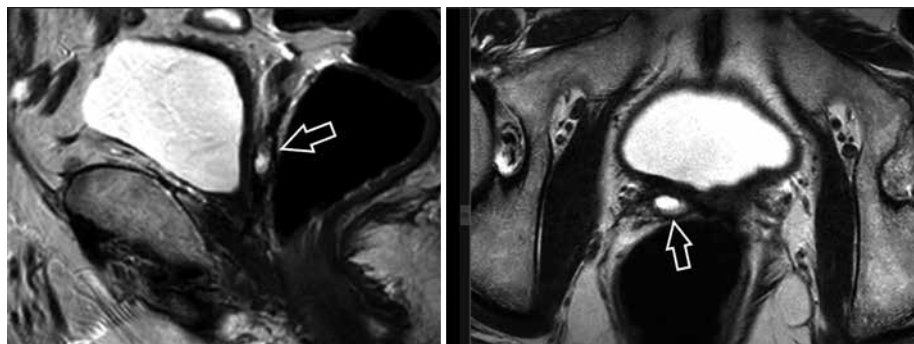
Магнитно-резонансные томограммы малого таза пациента после радикальной простатэктомии: T2-взвешенные изображения в сагиттальной и аксиальной проекциях. Стрелками указана остаточная ткань правых семенных пузырьков
